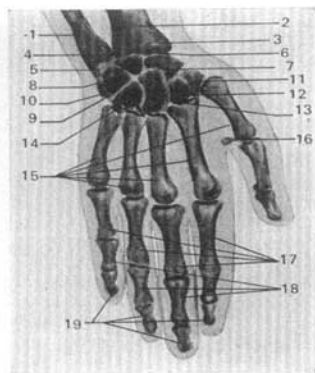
Radiografía de la mano de un hombre de 38 años; proyección palmar.
